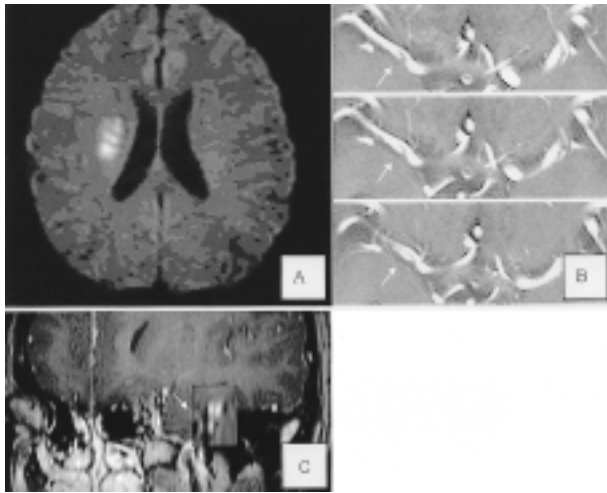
Brain MRI of patient (Case 1). Diffusion-weighted axial images demonstrate right corona radiata infarction (A) and T1 weighted axial enhanced images demonstrate right MCA dissection with intimal flap (B, white arrow). Double lumen and intimal flap are shown definitely on T1 weighted sagittal (perpendicular to intimal flap) enhanced images (C, white arrow).
